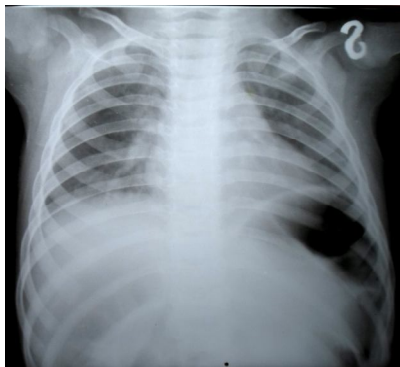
Pacienta T. Radiografia cutiei toracice (incidență antero-posterioară)
